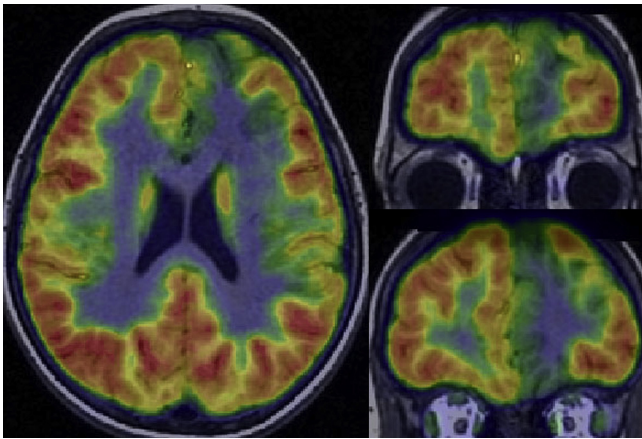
Paciente de 9 años con malformación del desarrollo cortical frontal izquierda y RM normal. La imagen PET/RM demuestra un hipometabolismo en el frontal superior, cíngulo y córtex supraorbitario izquierdo, que delimita la displasia cortical focal.
